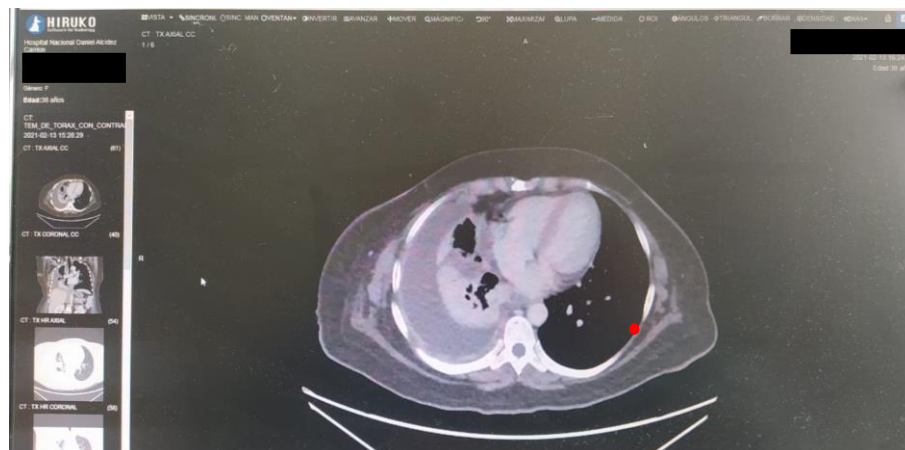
Tomografía Espiral Multicorte de Tórax con contraste en Mediastino Axial muestra Atelectasia Pasiva en lado derecho
